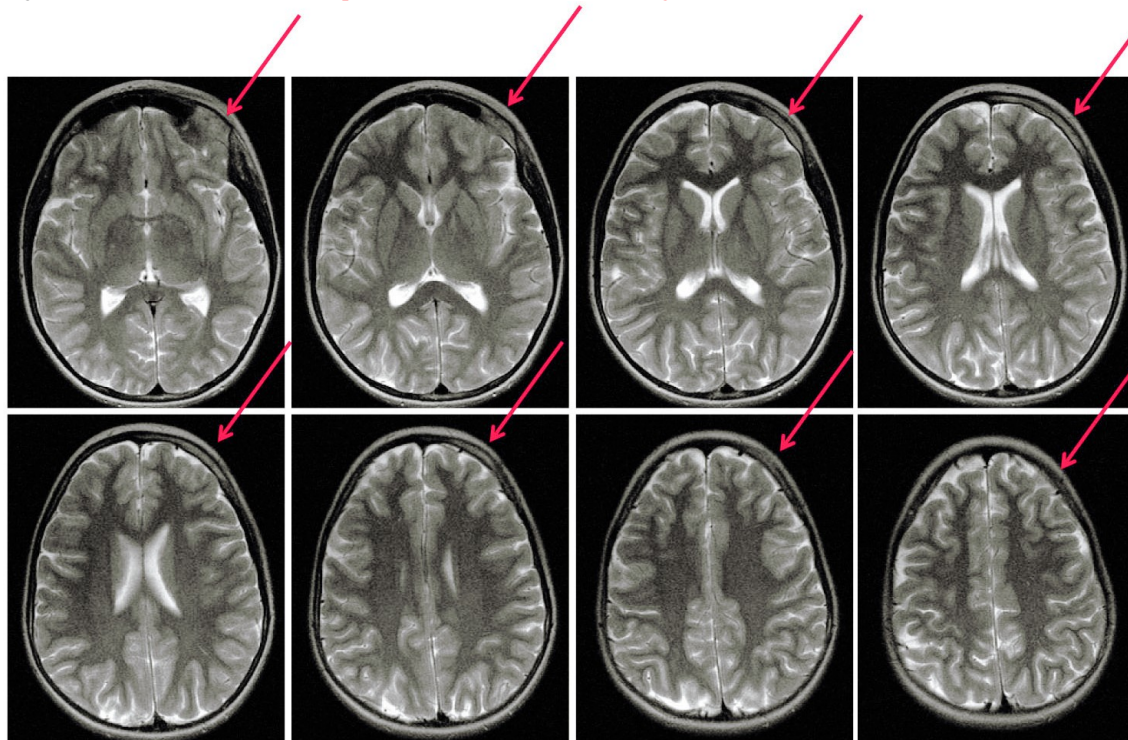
RM cranio e orbite: area ispessita in T2 che indica flogosi
